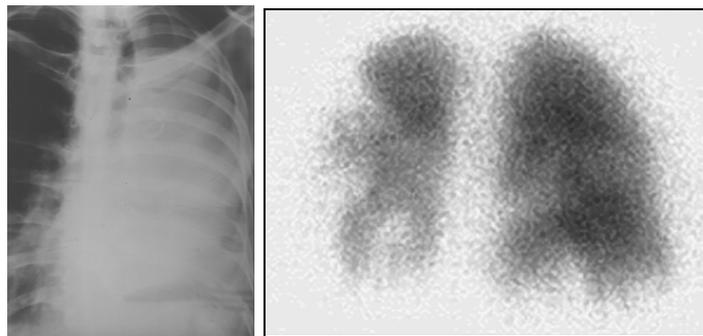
Atélectasie; A. Radiographie. Atélectasie du poumon gauche; B. Image de la ventilation au scanner
